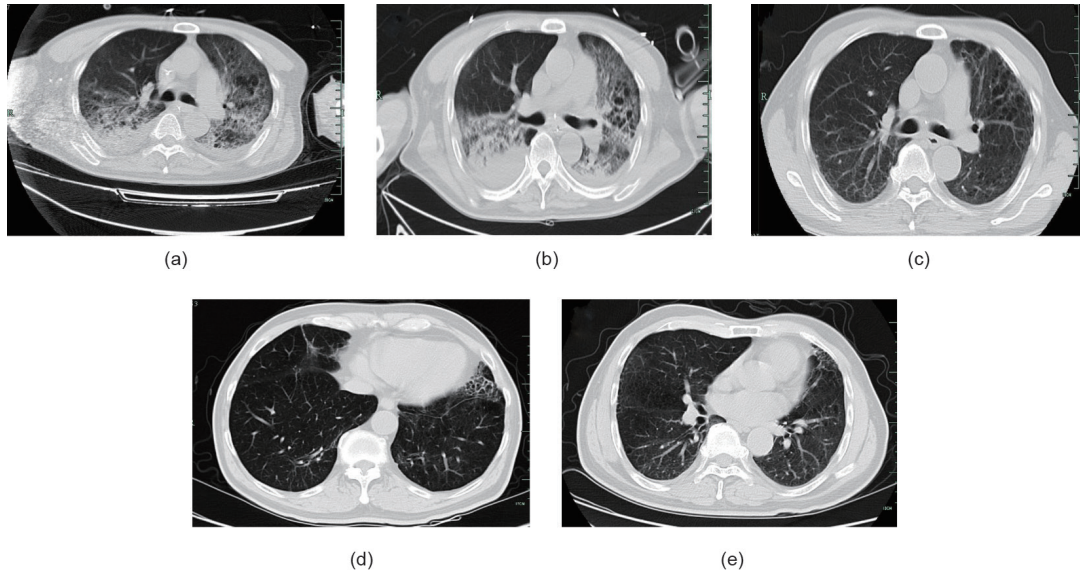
MSC治疗后对4例患者进行了5年的随访, 这里提供了一例患者的图像。在MSC移植之前, 肺部CT表现为磨玻璃样改变、渗出实变病灶、纤维条索(a)。随访期间肺部CT表现: 空气支气管征、磨玻璃样改变、支气管扩张、纤维条索、局部胸膜增厚和胸水[1周(b)、24周(c)、1年(d)和5年(e)]。随着随访时间的延长, 肺部CT表现均有改善。
